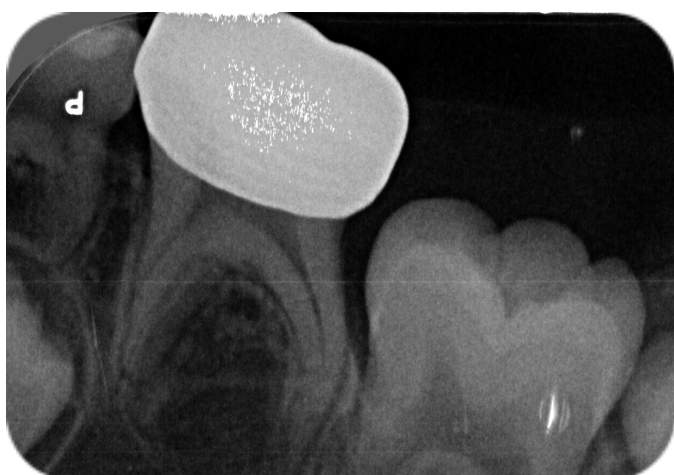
Radiographies de contrôle à 6 mois (Service de médecine bucco-dentaire du CHU de Bordeaux, Hôpital Pellegrin)
